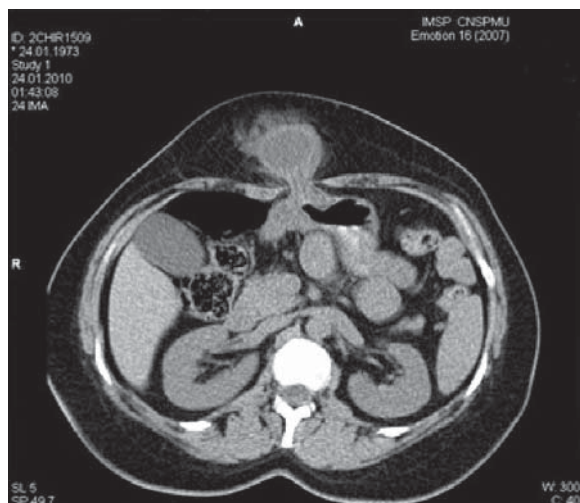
Tomografie computerizată secțiune sagitală: prezența herniei pe linia mediană a peretelui abdominal cu conținut de organ cavitătar
